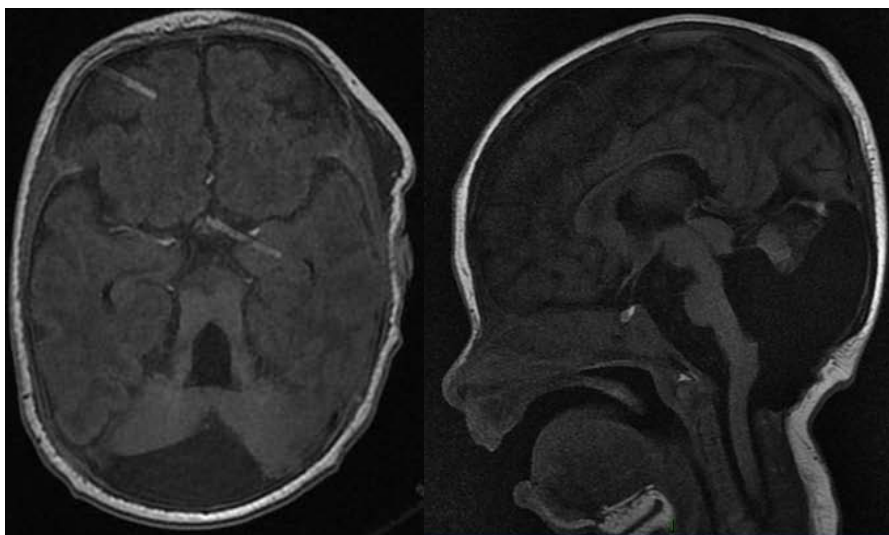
Corte Axial y Sagital RM.
